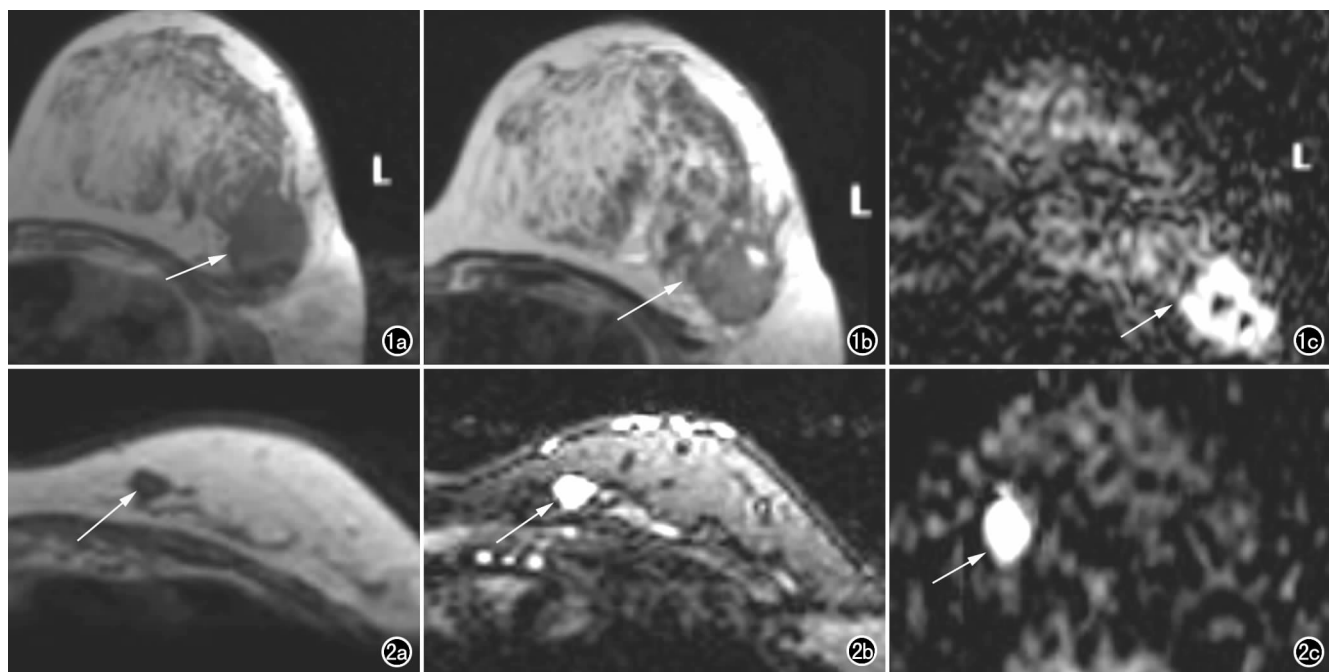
左乳浸润性导管癌。a) 平扫 T_1 WI 示病灶呈低信号(箭); b) T_2 WI 示病灶呈混杂信号, 其内可见高信号, 边缘不规则, 边界模糊(箭); c) DWI($b=500\text{s/mm}^2$) 示病灶呈高信号(箭), 其内可见低信号。图2 左乳纤维瘤。a) T_1 WI 示病灶呈低信号(箭); b) T_2 WI 示病灶呈高信号(箭), 信号均匀; c) DWI($b=500\text{s/mm}^2$) 图像示病灶呈明显高信号。
